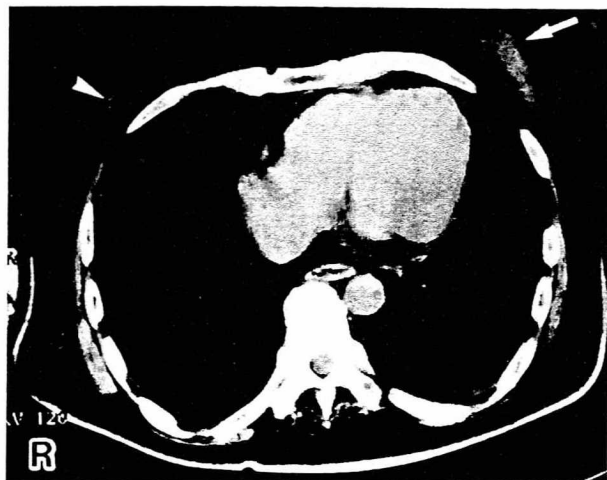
図 胸部CTでの女性化乳房。左乳腺組織は腫大し(白矢印)、右乳腺組織の軽度腫大も描出された(白矢じり)。
